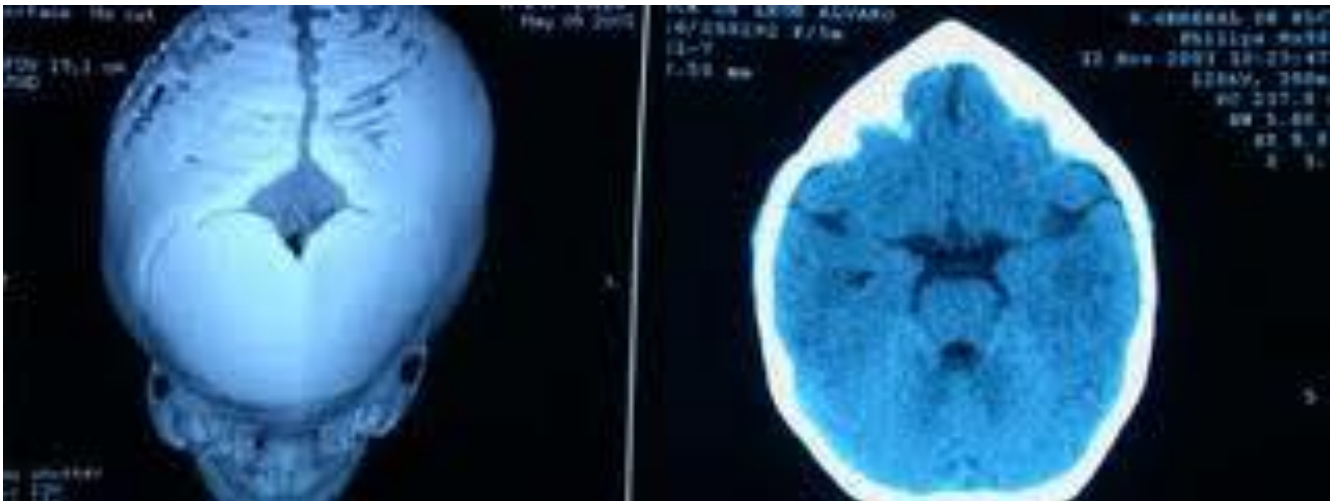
TAC de cráneo con reconstrucción 3D se observa el cierre de la sutura metópica. La TC muestra, en los cortes axiales a nivel frontal, la característica deformación que da nombre a esta craneoestenosis. La reconstrucción en 3D de la base muestra una fosa frontal estrecha y un estrechamiento también a nivel pterional.
